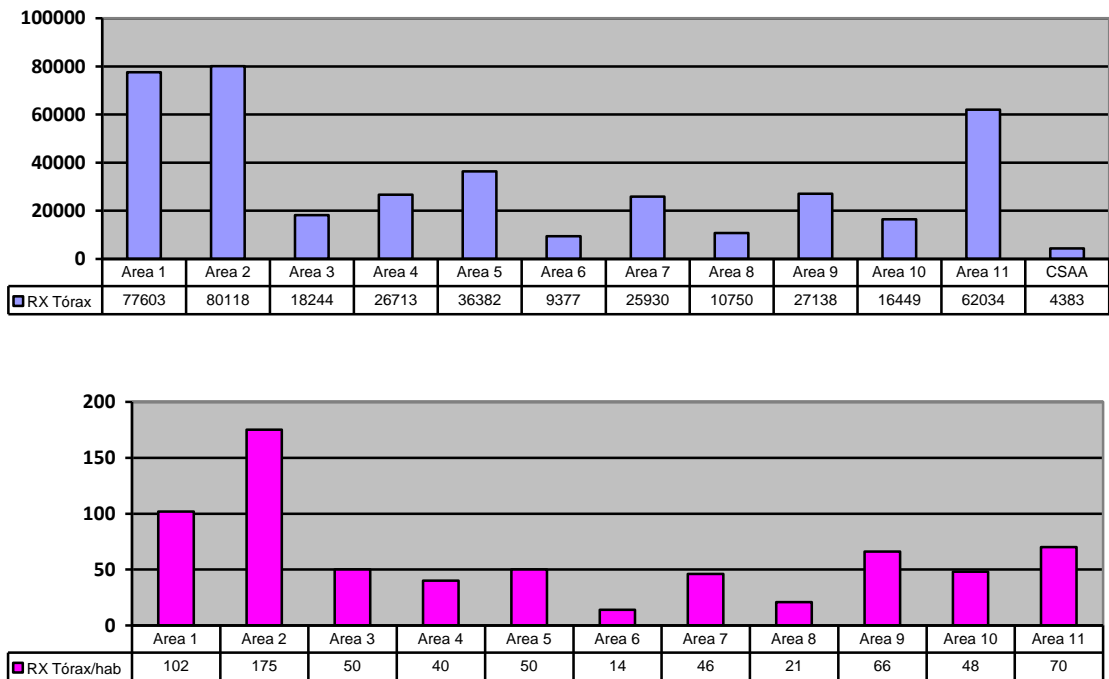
Representación del número total de estudios (arriba) y del número de exploraciones por cada mil habitantes (abajo) del grupo de exploraciones “radiografía de tórax” para cada una de las Áreas sanitarias.
